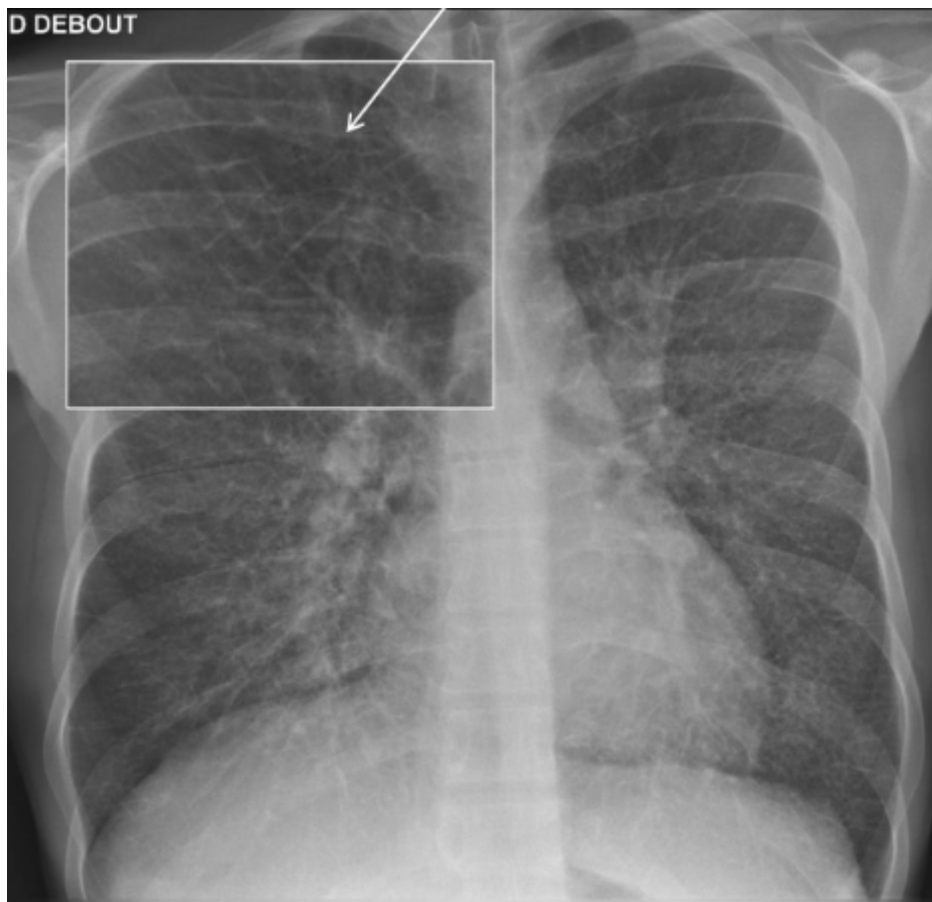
Opacités radiologiques diffuses à la radiographie thoracique
